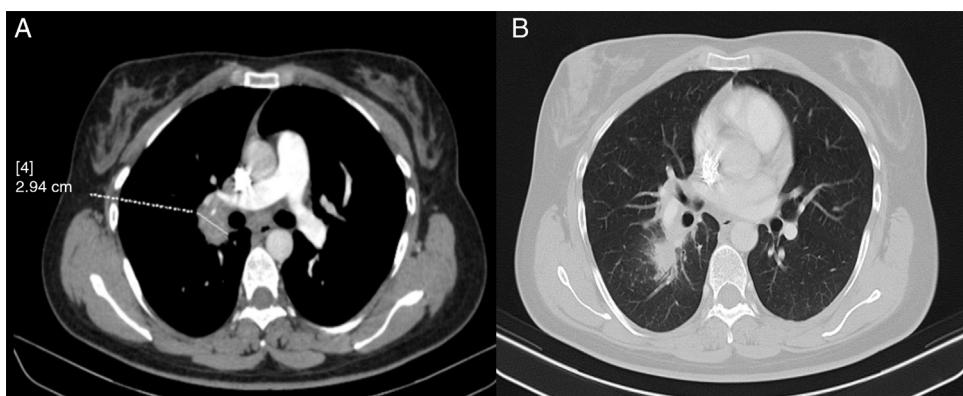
Imágenes axiales de la TC de tórax con contraste intravenoso. A) Ventana de mediastino. B) Ventana pulmonar donde observamos adenopatías paratraqueales, hiliares, intrapulmonares y subcarinales derechas de tamaño patológico, midiendo hasta 2,9 cm.
